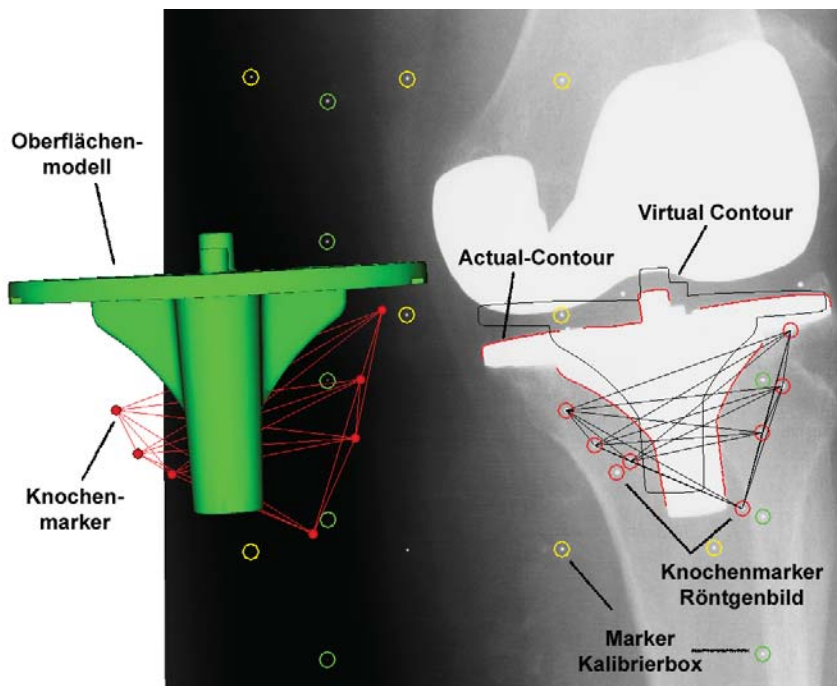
Model-Based RSA-Methode. Dargestellt ist das rechte Röntgenbild eines RSA-Röntgenbildpaares mit der sog. Actual-Contour (roter Endoprothesenumriss), die durch den Canny-Operator aus den Röntgenbilddaten gefiltert wurde. Neben der Actual-Contour ist die Virtual-Contour (schwarzer Endoprothesenumriss), resultierend aus der Projektion des dreidimensionalen Oberflächenmodells (grüne tibiale Endoprothesekomponente), zu sehen. In der Model-Based RSA-Methode bietet sich die Möglichkeit, Lage und Orientierung von Endoprothesen sowie den Knochenmarkern (rote Kreise im Röntgenbild bzw. rote Kugel, die das Endoprothesenmodell umgeben) dreidimensional ohne zusätzliche Messmarker an der Endoprothese zu bestimmen.
